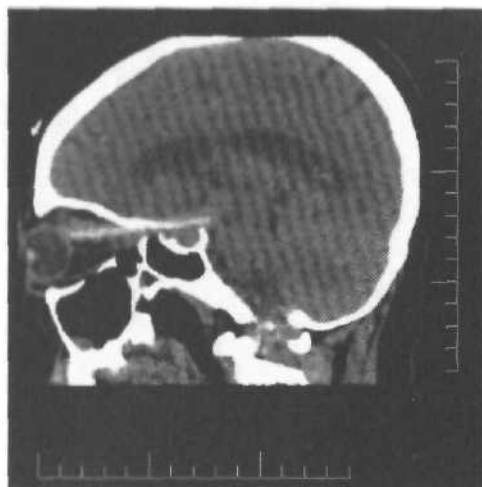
Сагиттальная реформация по ходу канала зрительного нерва из аксиальных КТ при проникающем ранении левой орбиты деревянным предметом (отломком ветки), стадия нагноения. Виден раневой канал из нагноившегося инородного тела в виде линейной плотной тени, идущей от глазного яблока до спинки турецкого седла.
